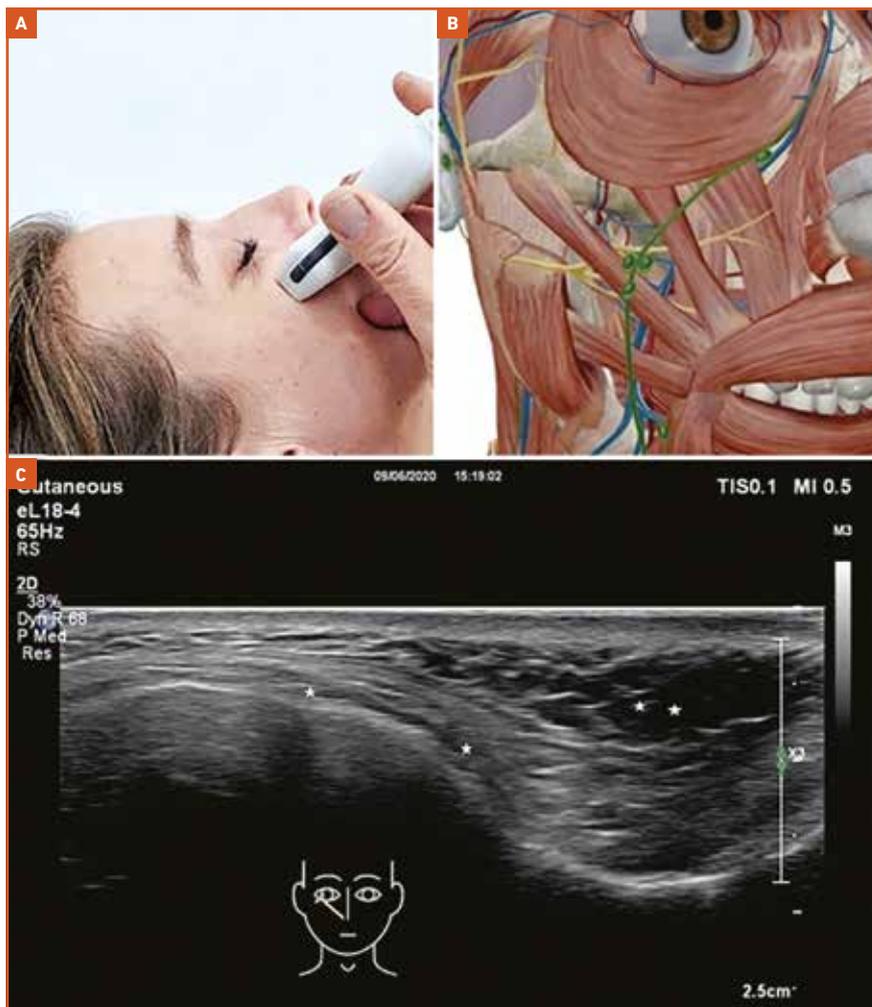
A : position de la sonde ; B : anatomie sous-jacente ; C : vue échographique du *mid-face*. D'après [18].
